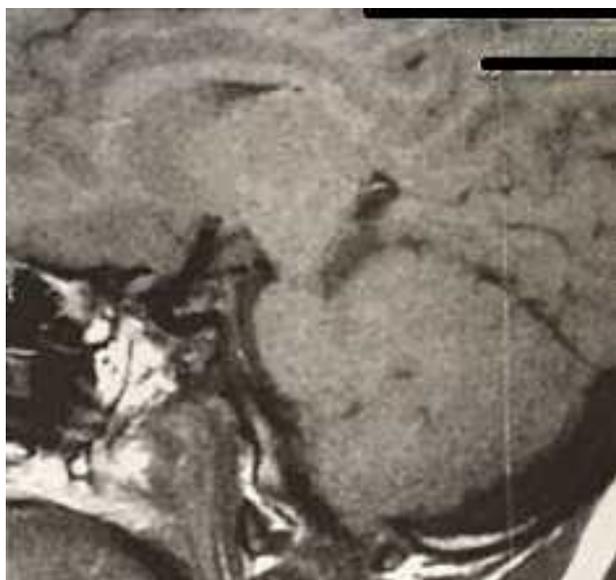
Ressonância Nuclear Magnética evidenciando a agenesia parcial do corpo caloso.
